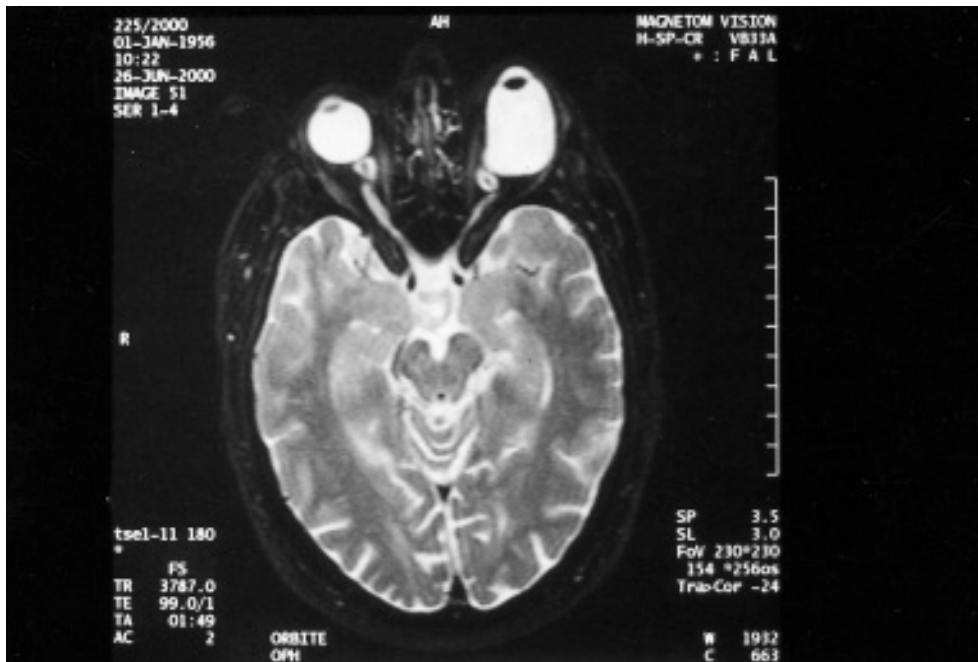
Coupe axiale d'une IRM orbitocéphalique objectivant la présence d'un important staphylome myopique.
